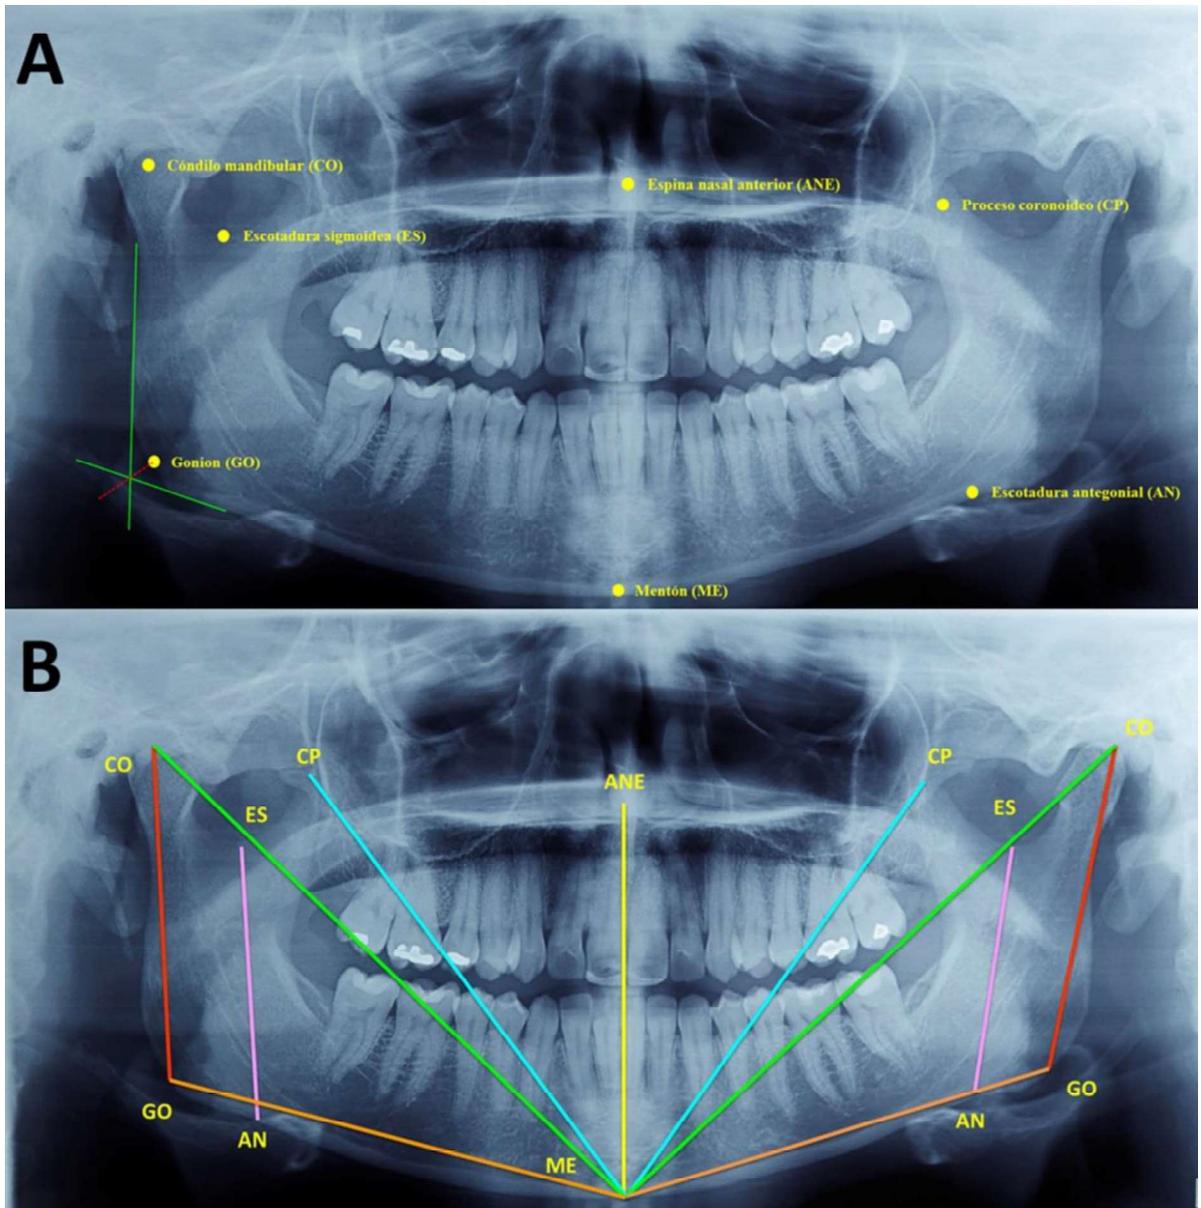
Análisis de Thilander en Radiografía panorámica. A. Puntos craneométricos, B. trazado cefalométrico.
